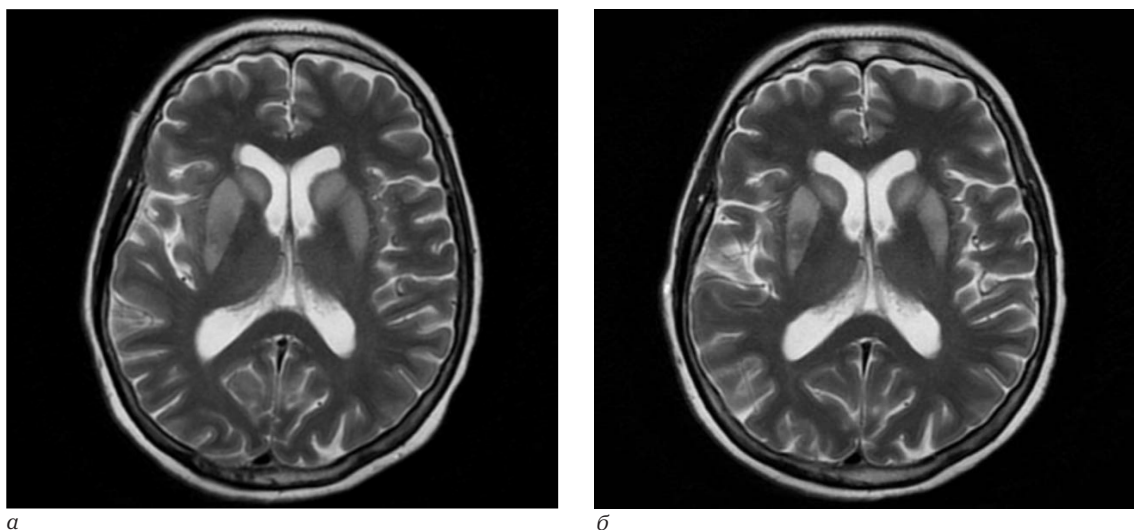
Сравнение МРТ головного мозга без контрастирования от 27.08.2019 г. (а) и 06.09.2019 г. (б): на аксиальном срезе T2 Propeller наблюдается повышение интенсивности МР-сигнала от скорлупы чечевицеобразных ядер, более выраженное слева
